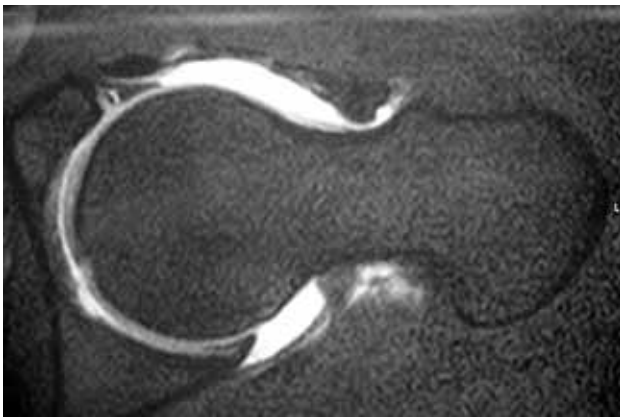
Artroresonancia, corte axial. Lesión del Labrum.
